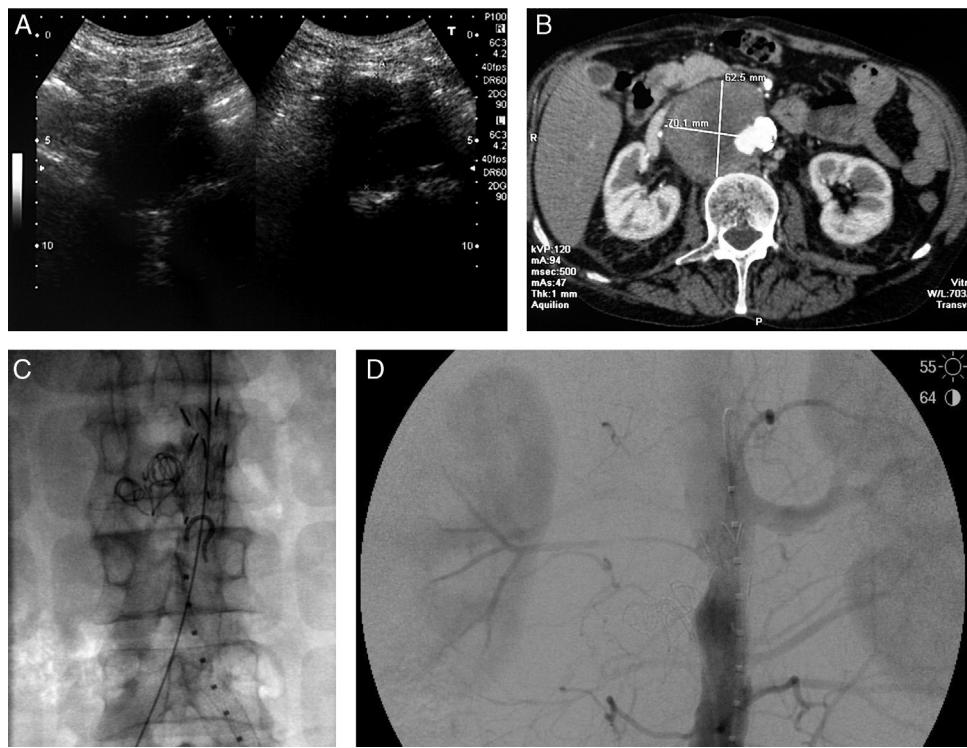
Pseudoaneurisma de 70 mm de diámetro máximo, diagnosticado por ecografía (A) y angiotomografía computarizada (B) 6 meses después de un traumatismo lumbar. Se colocaron 2 extensores GORE® Excluder de 23 mm de diámetro, y se embolizó el saco con coils y trombina (C) con buen resultado técnico (D).
